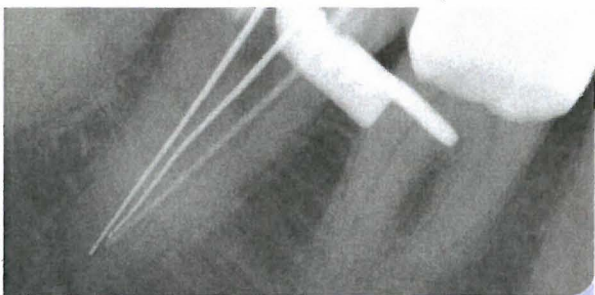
Zahn 47: Röntgenmessaufnahme.
